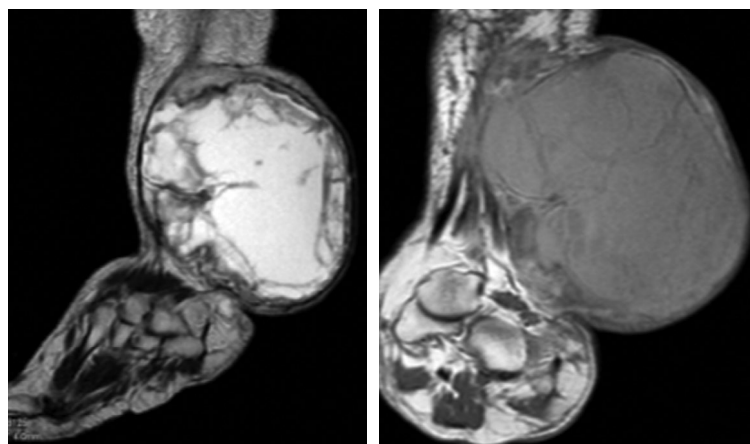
МРТ ЗООПН большеберцового нерва.
